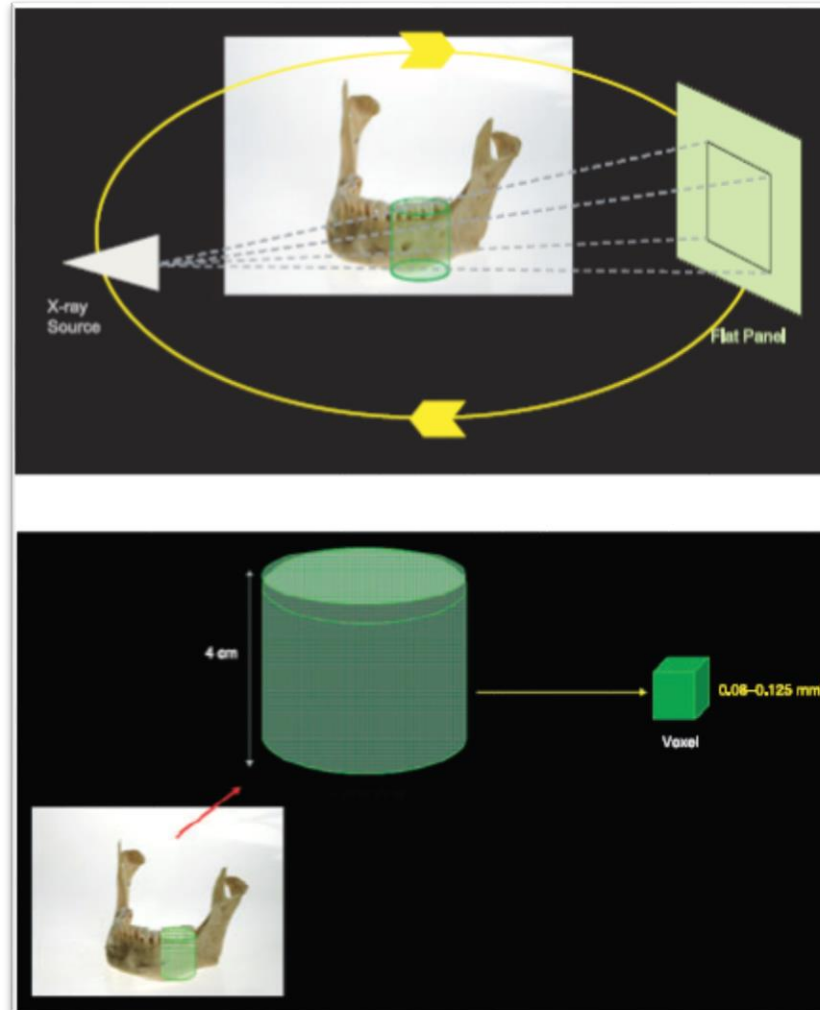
Obtención de la imagen a través del CBCT (el cilindro representa el FOV) y la equivalencia de un vóxel. (Fuente: Patel, S. New dimensions in endodontic imaging: Part 2. Cone beam computed tomography. International Endodontic Journal, Volúmen 42, 2009 pp. 465).
